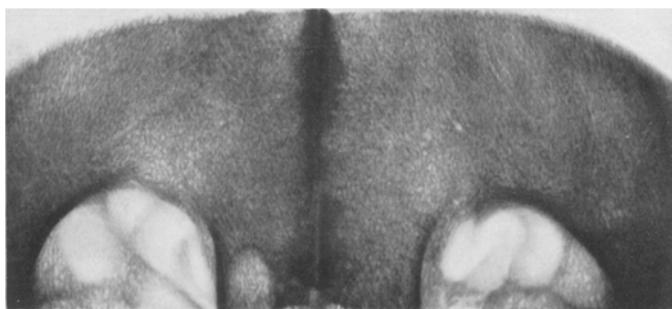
Röntgenaufnahme der Supraorbitalgegend (Fehlen der Stirnhöhlen).
